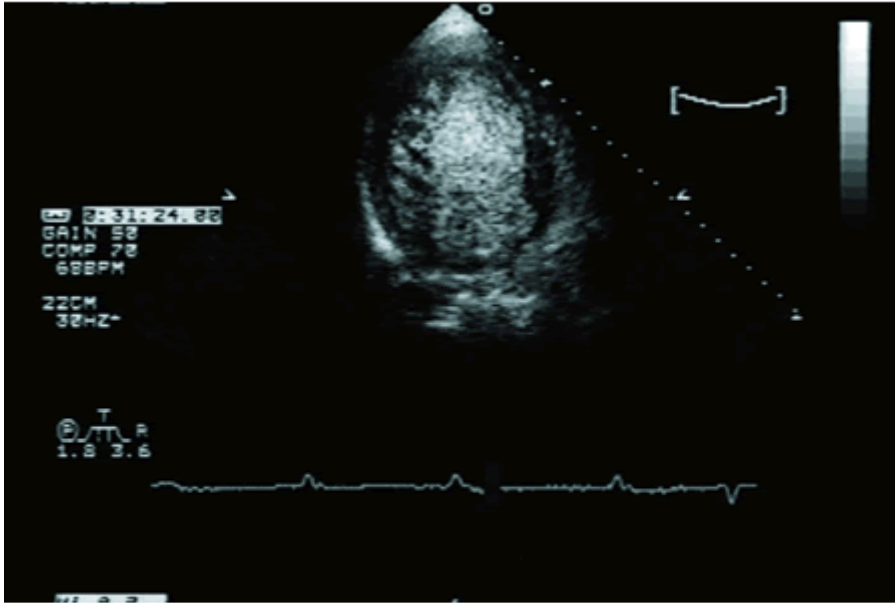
Ecocardiograma transtorácico con infusión de contraste (eje largo apical). Observe la penetración del contraste a nivel de los recesos intertrabeculares de la pared posteroinferior del ventrículo izquierdo. No se observan trabeculaciones a nivel del septum interventricular.
